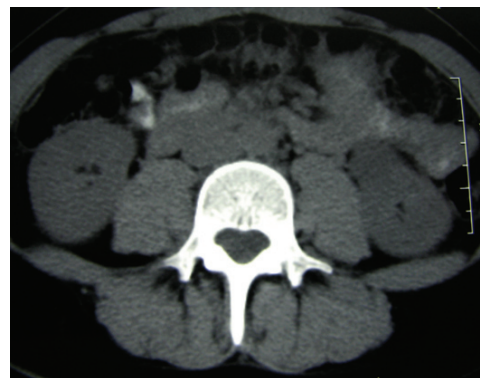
Компьютерная томография (нативная фаза). Объемное образование левой почки
